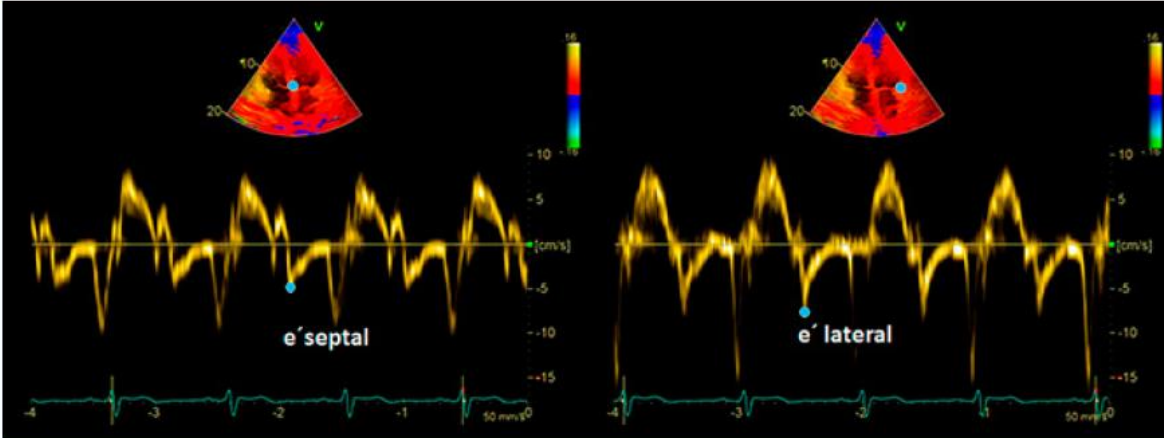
Registro de las velocidades e' septal y lateral con Doppler tisular<sup>37</sup>.
